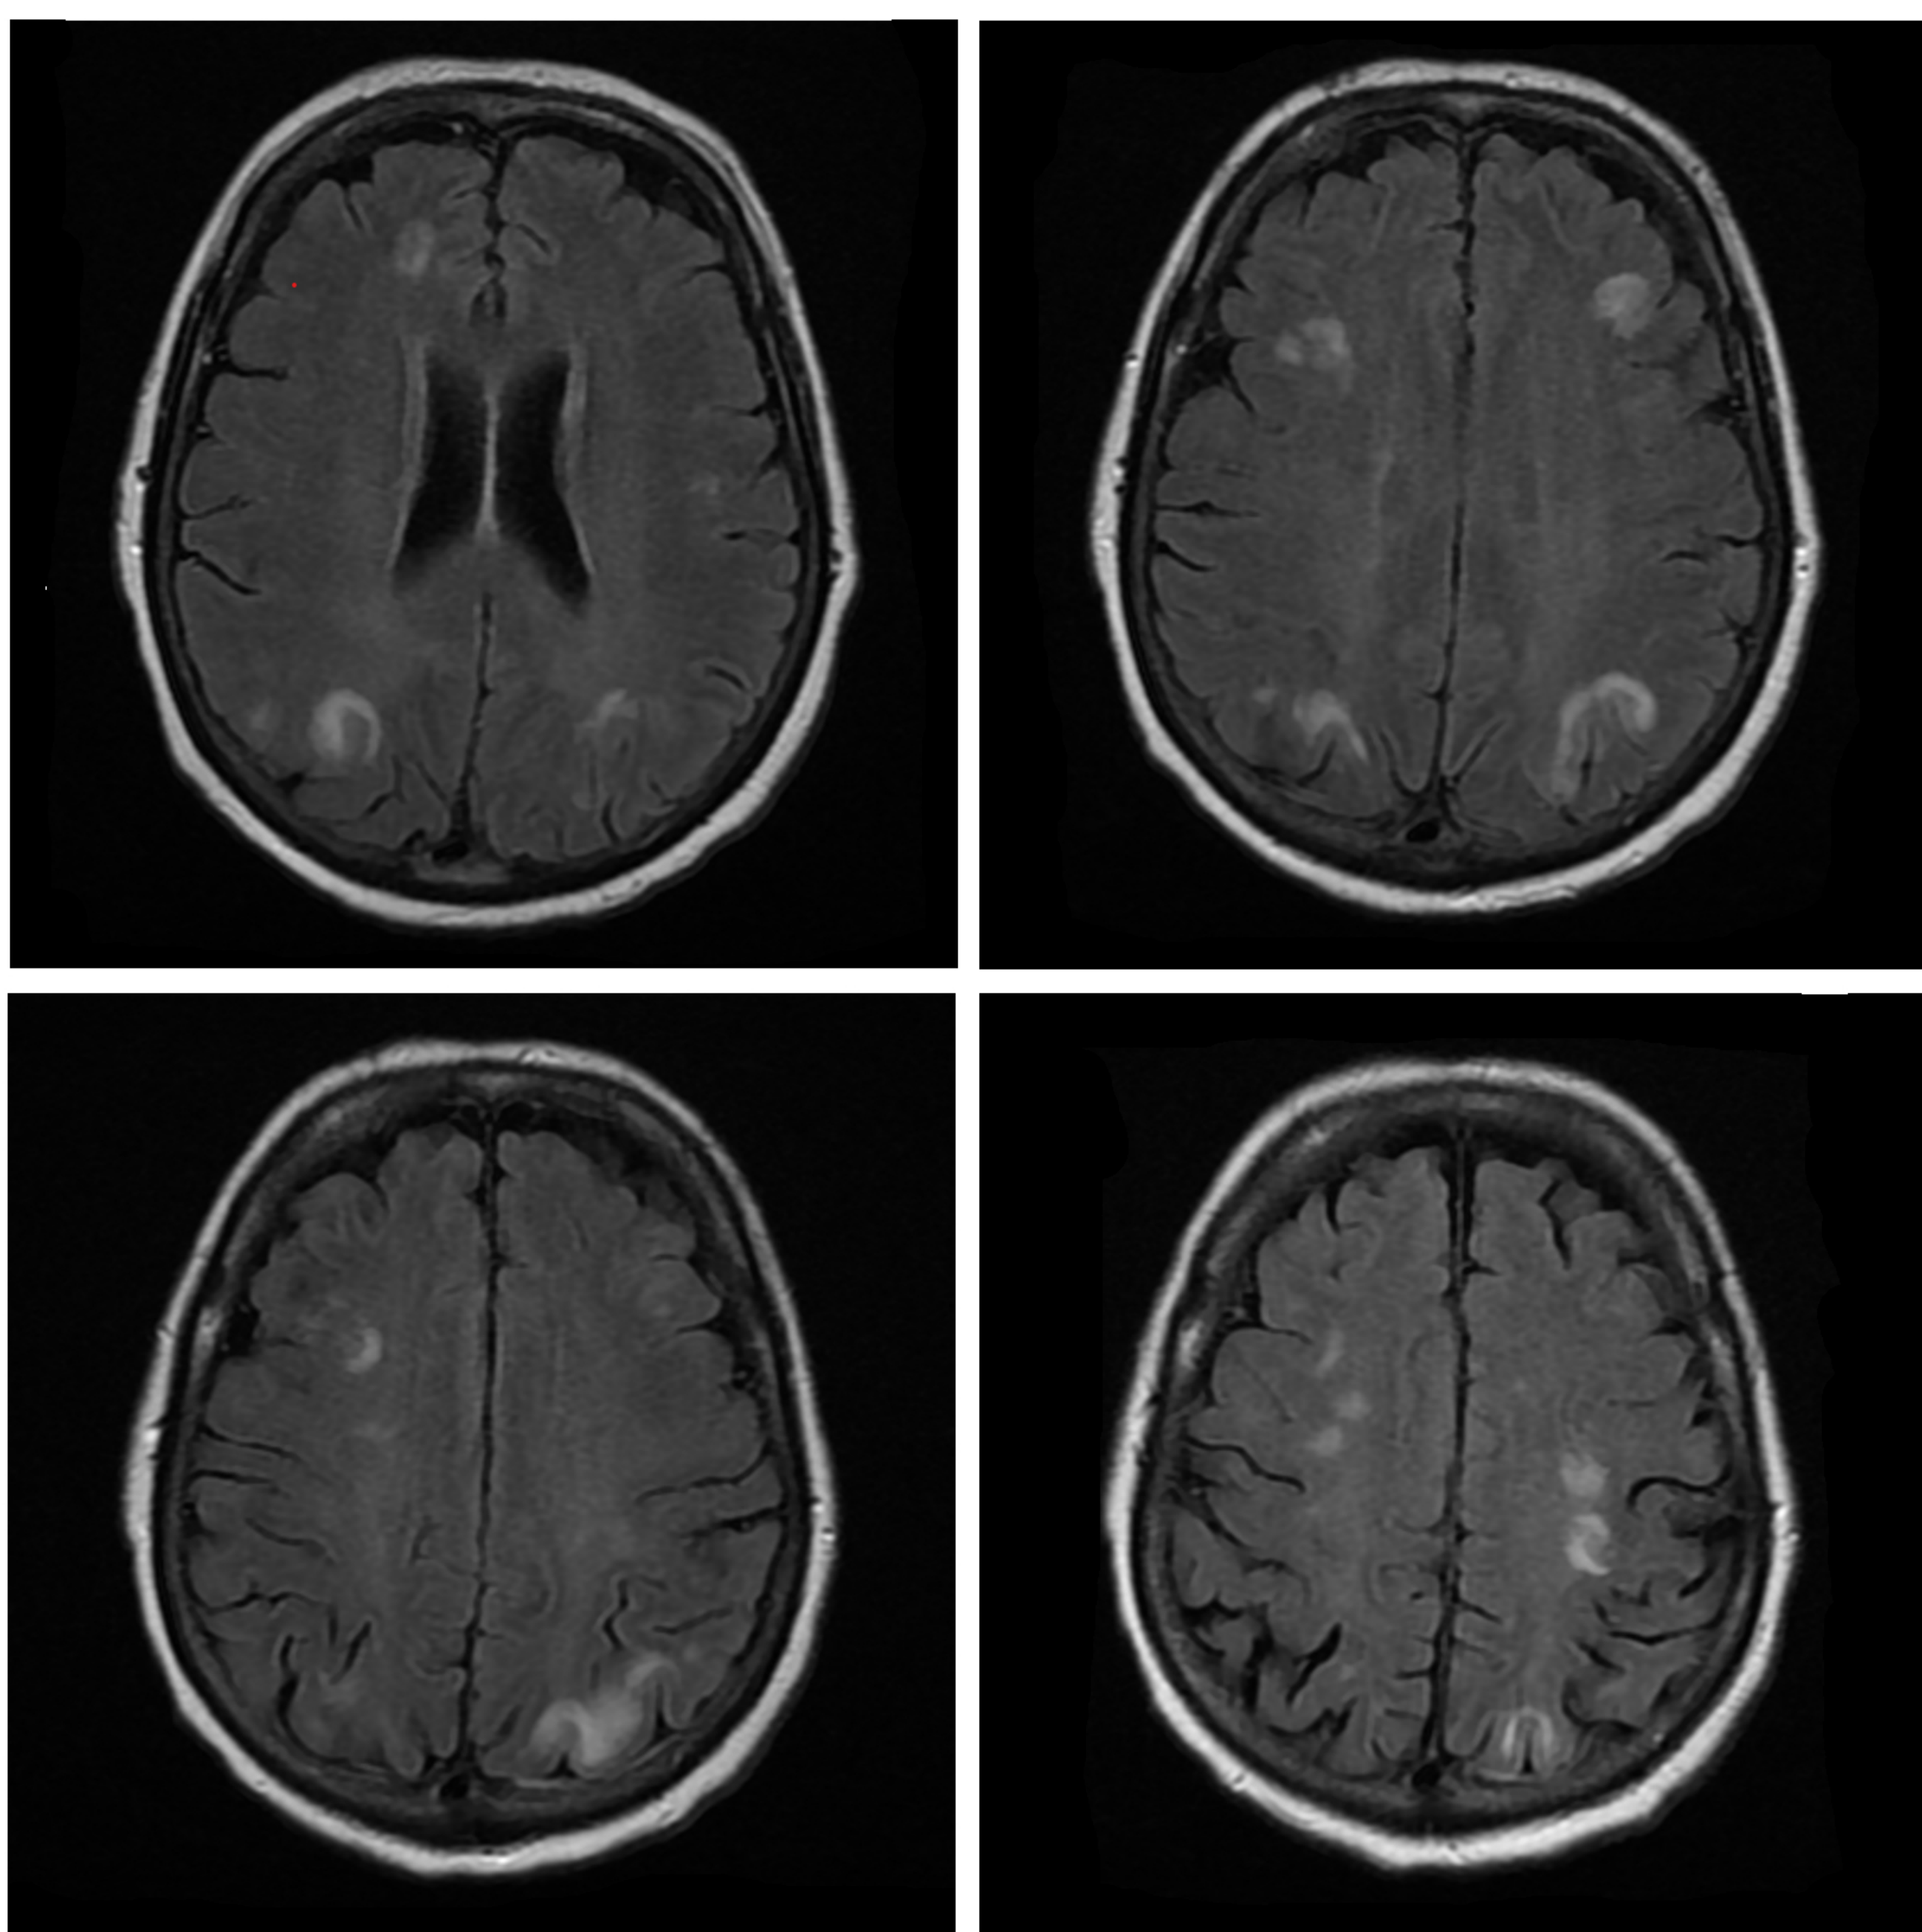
IRM cérébrale en séquence FLAIR avec présence d'hypersignaux diffus de la substance blanche évocateurs de SLEPR
